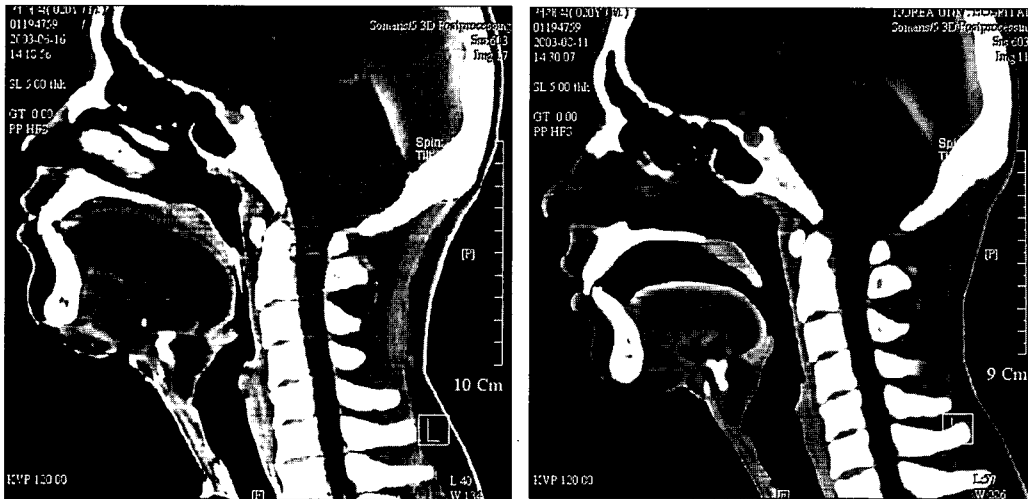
Postoperative CT scan of the vertical rectus abdominis musculocutaneous free flap reconstruction at the site of the original tongue cancer. (Left) One-month postoperative image. (Right) Six-month postoperative image. The reconstructed tongue decreased in volume and showed insufficient palatoglossal contact on the right side.
